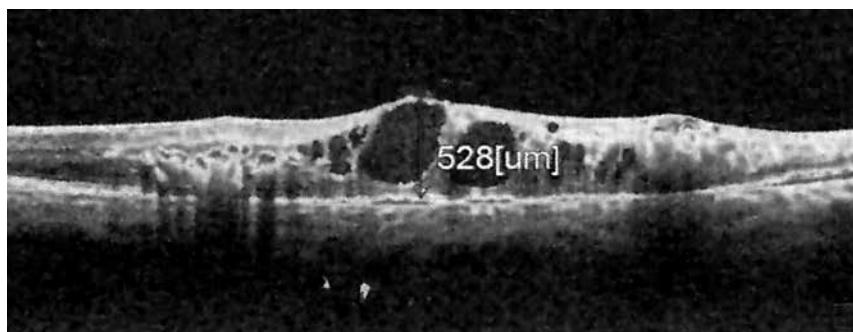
Томограмма сетчатки пациента К. через 1 мес. после ИВВ имплантата Озурдекс
